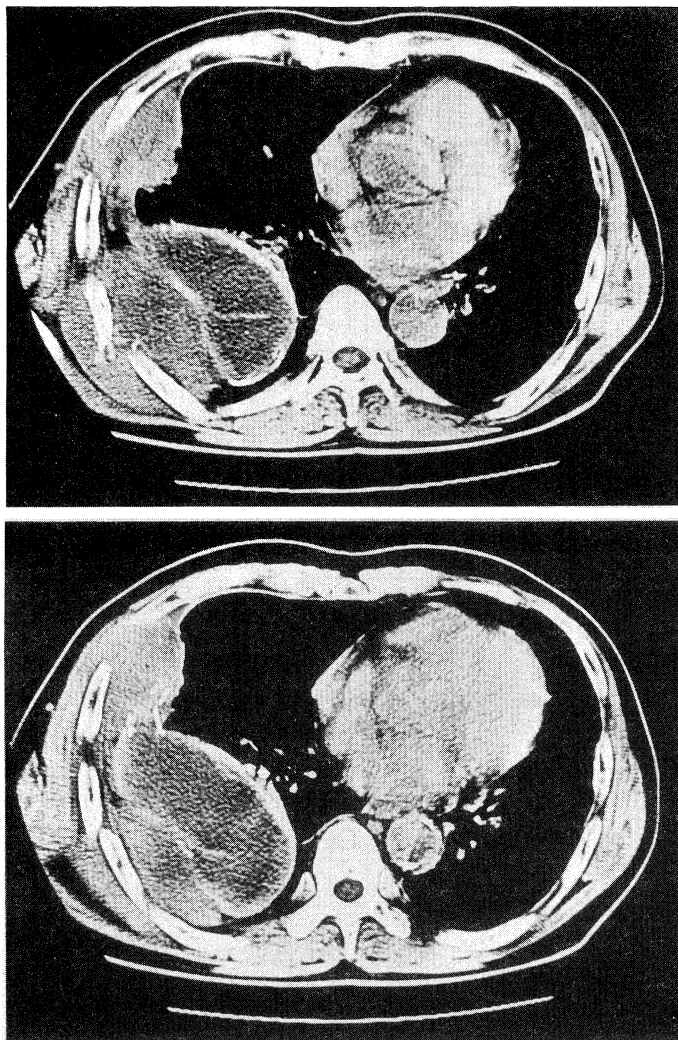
Chest CT on June 1993 does not show any mass shadows except the finding of pyothorax.
